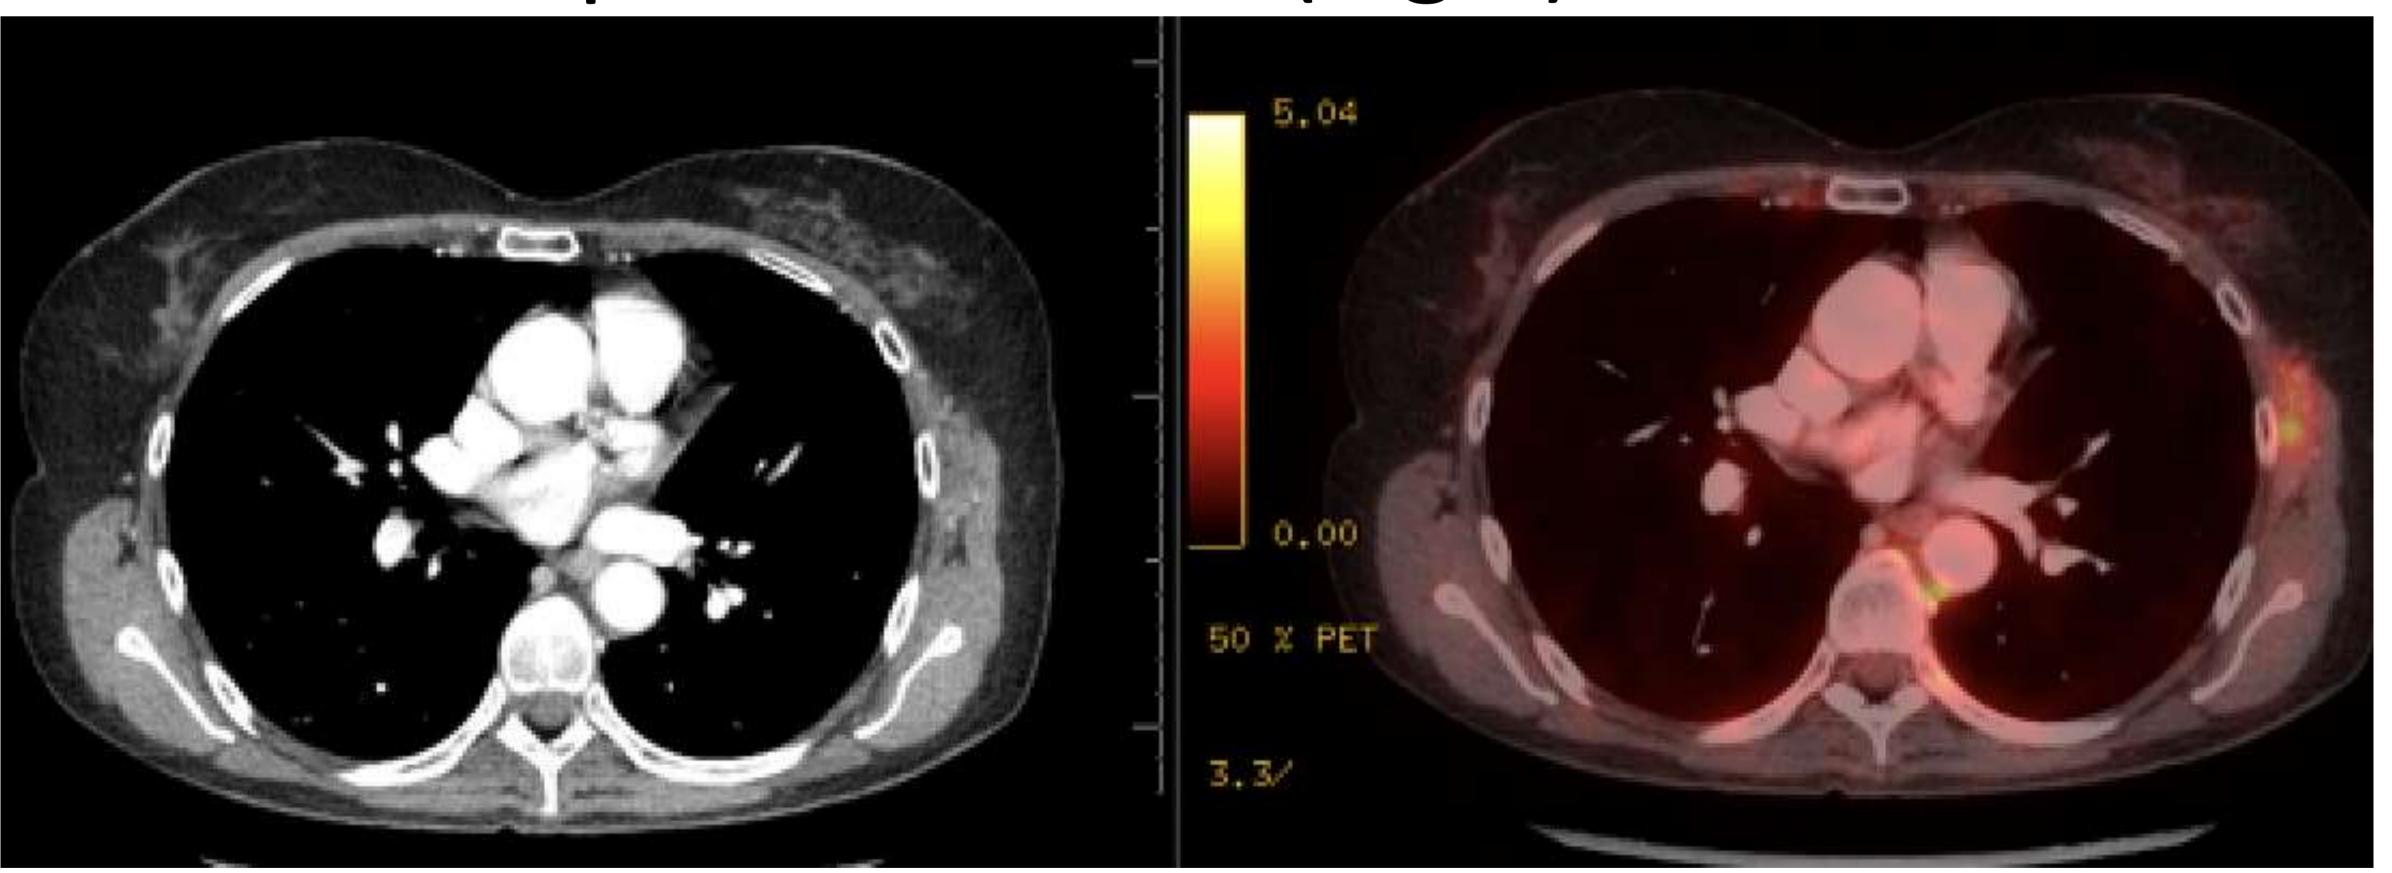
Imagen de PET/TC. Se identifica una masa en el músculo dorsal ancho izquierdo que muestra avidez por fluorodesoxiglucosa (FDG) compatible con osteosarcoma.
